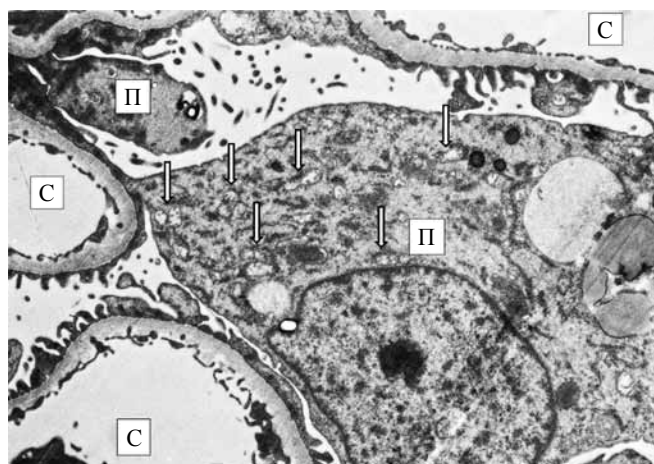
Фрагмент почечного клубочка до начала машинной холодовой оксигенированной перфузии. В цитоплазме подоцита (П): мелкие митохондрии с частично сохраненными кристами (стрелки); короткие профили гранулярной цитоплазматической сети. С – капилляры. ×9000
